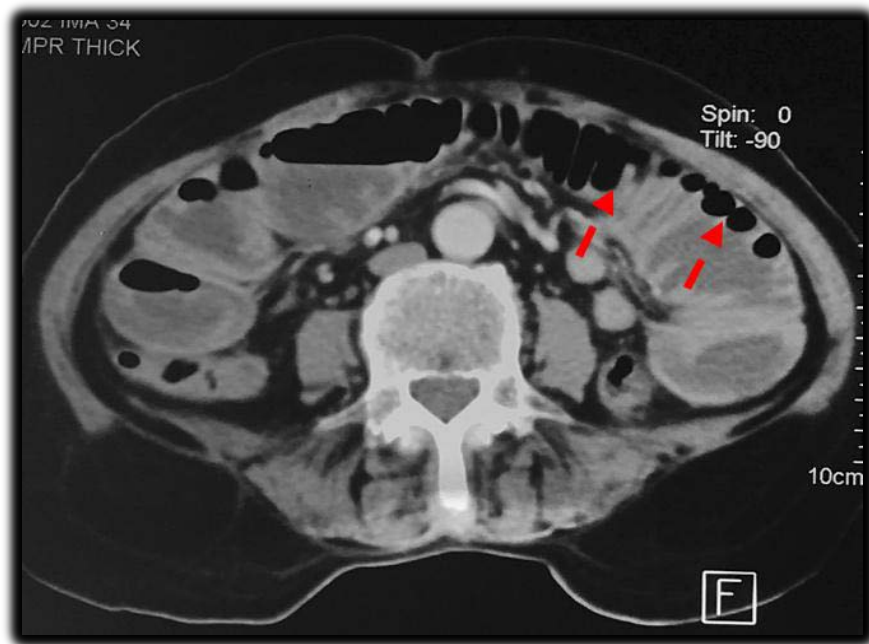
TDM C+coupe axiale:occlusion grêlique sur hernie crurale étranglée, Notez la distension hydro-aérique avec l'aspect en « chapelet de bulles claires » (D).
